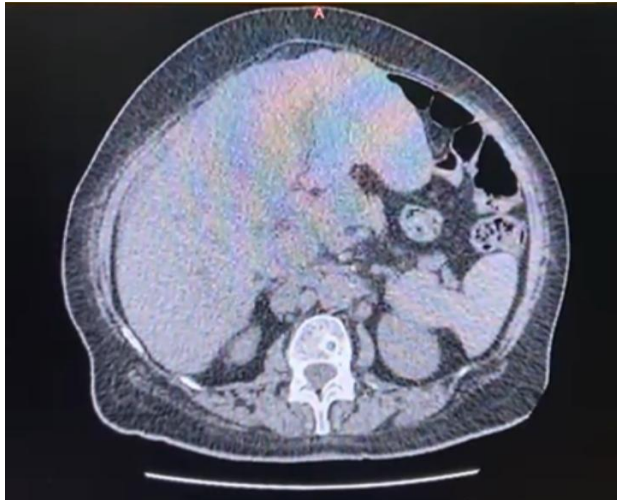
TAC de abdomen y pelvis de etapificación.
